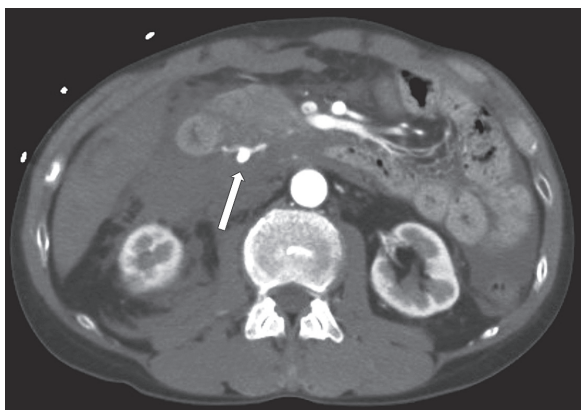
腹部造影 CT 動脈相；膵頭部周囲の高吸収域は造影されず、血腫と考えられる。内部に 7 mm の膵十二指腸動脈瘤を認める（矢印）。
